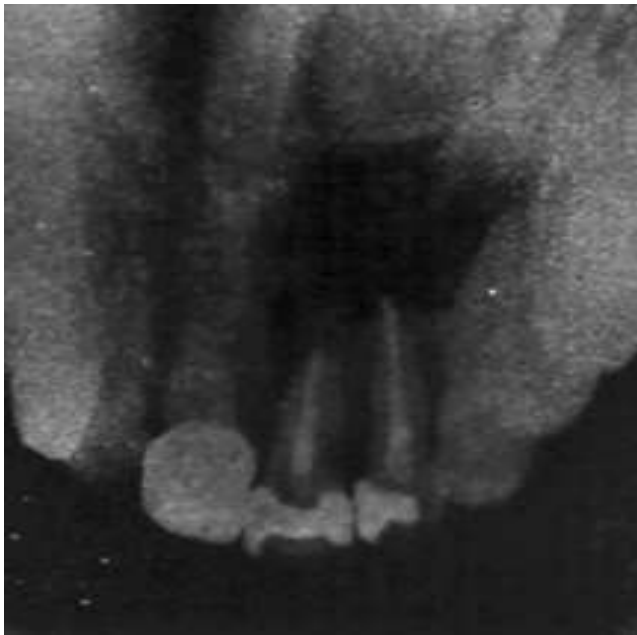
Рентгенологічна картина туберкульозного грануляційного періодонтиту
